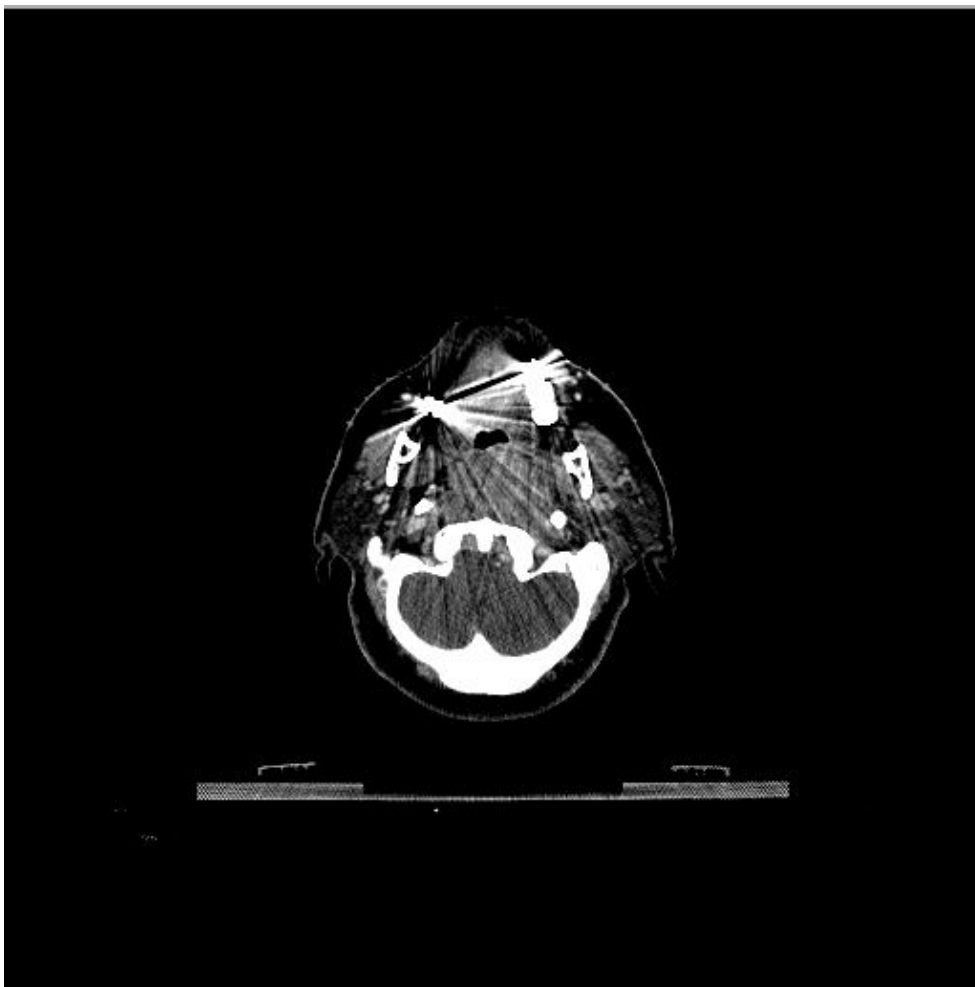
Exemplo de imagem de CT de cabeça com artefatos do tipo *streak*, devido a presença de material de alta densidade presente na arcada dentária do paciente. A estrutura visualizada na parte posterior à cabeça é a mesa de exame da CT. Fonte: Imagem cedida pelo Hospital Universitário de Brasília-HUB.
